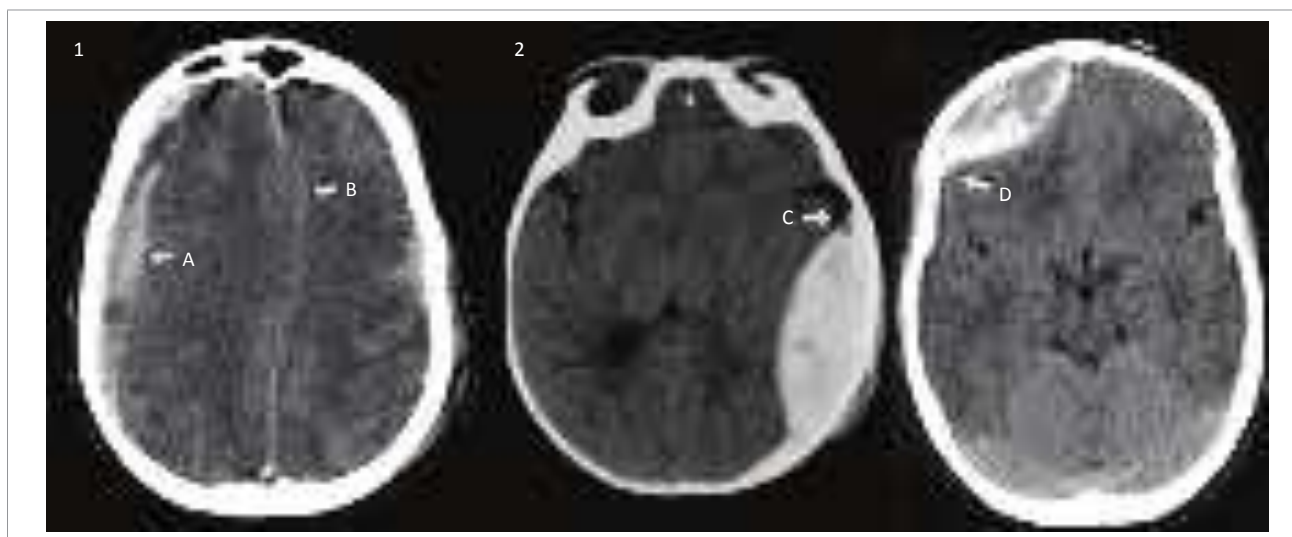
Em 1, tomografia de crânio evidenciando edema difuso associado a hematoma subdural agudo (A), promovendo desvio de estruturas da linha média e herniação subfalcina (B). Em 2, tomografia de crânio demonstrando um hematoma epidural temporal (C) e outro frontal (D). Nota-se que o hematoma subdural agudo usualmente tem maior extensão, uma vez que não sofre restrição de aderências durais que limitam os hematomas epidurais, como se vê apontada a área de aderência dural junto à sutura coronal (C seta).
